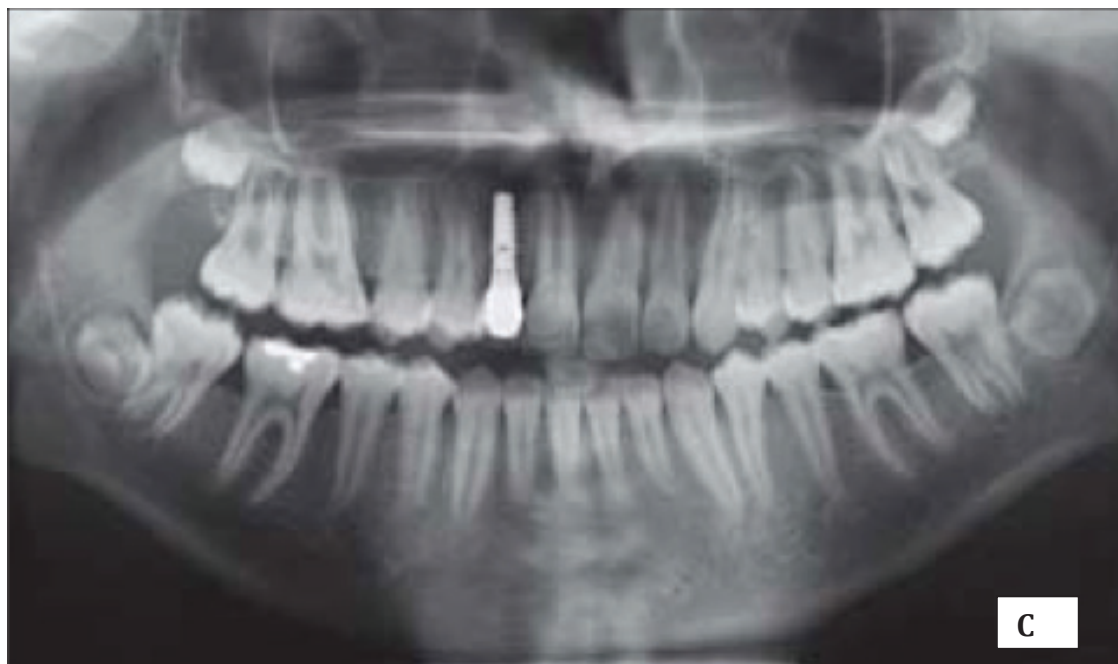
Radiographie de la fente alvéolaire avant distraction A. Vue radiographique avec distracteur mis en place et mini plaque controlatérale B. Os régénéré avec restauration implantaire 7 mois après distraction C.
